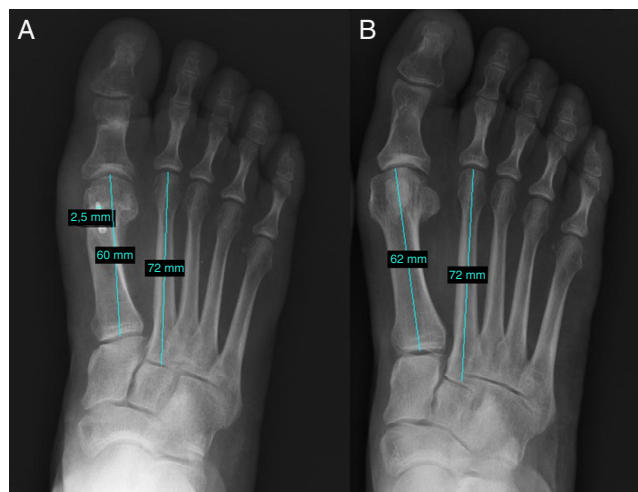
Medición del descenso de la cabeza del primer metatarsiano mostrándose los puntos de referencia utilizados. A. Radiografía preoperatoria. B. Radiografía al año de evolución. La diferencia entre ambas medidas nos calcula el descenso logrado.
